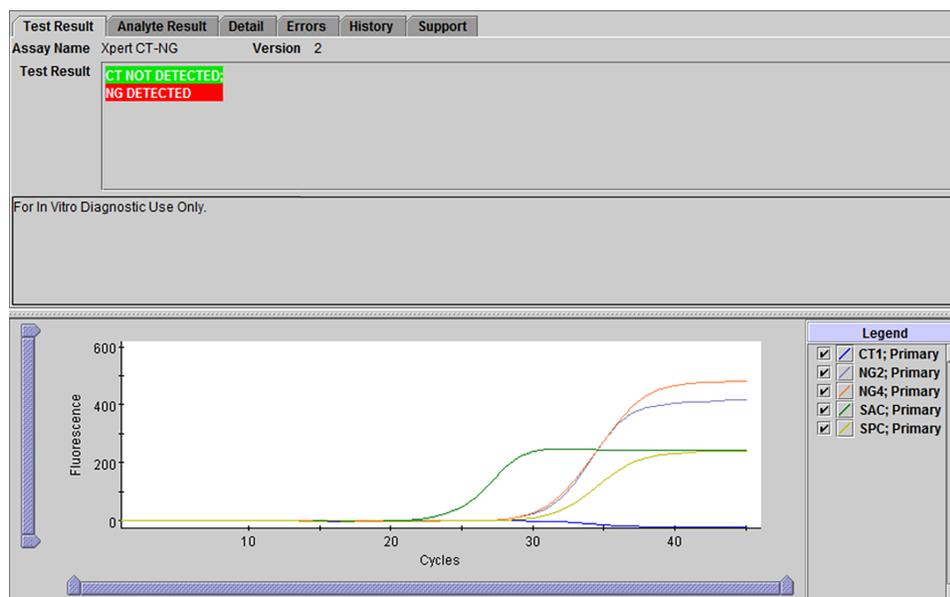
Xpert CT_NG - CT não detetado e NG detetado
